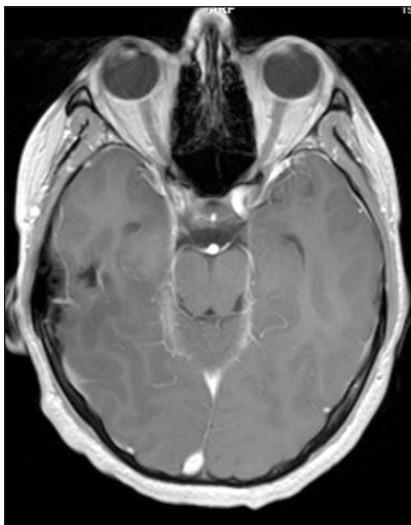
МРТ головного мозга в T₂-взвешенном изображении: признаков очаговых изменений не обнаружено
